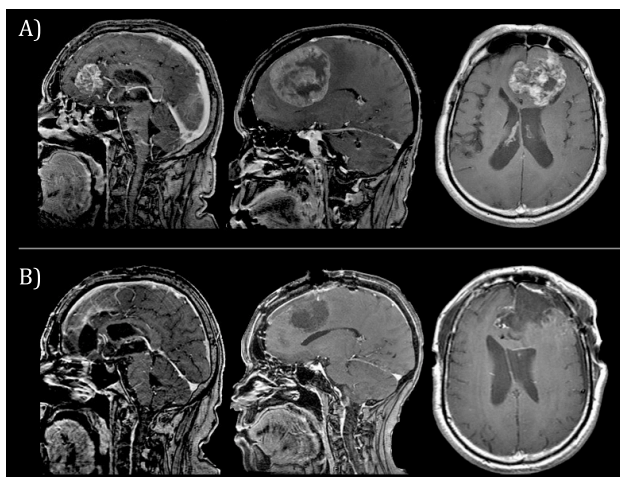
A: Imágenes de RM prequirúrgicas, B: Imágenes de RM postquirúrgicas. Se revisaron las pruebas de imagen postoperatorias para identificar posibles complicaciones relacionadas con la utilización del electrodo cilíndrico (sangrado/isquemia).
